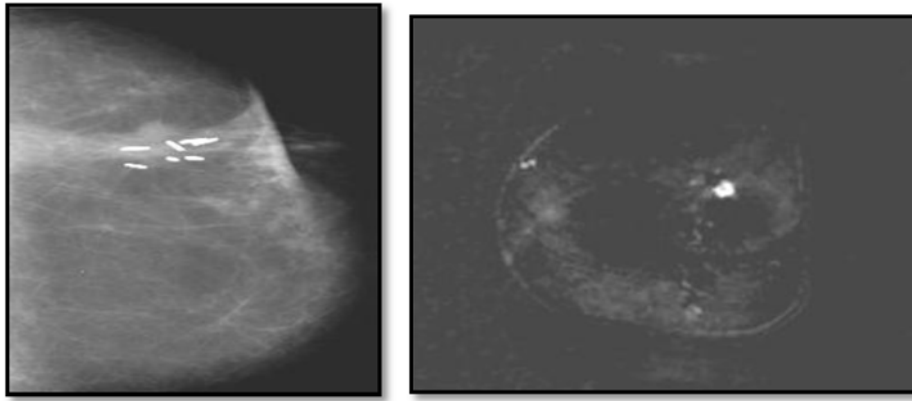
Imágenes de recidiva local ipsilateral en mama operada: MMG y RM.
